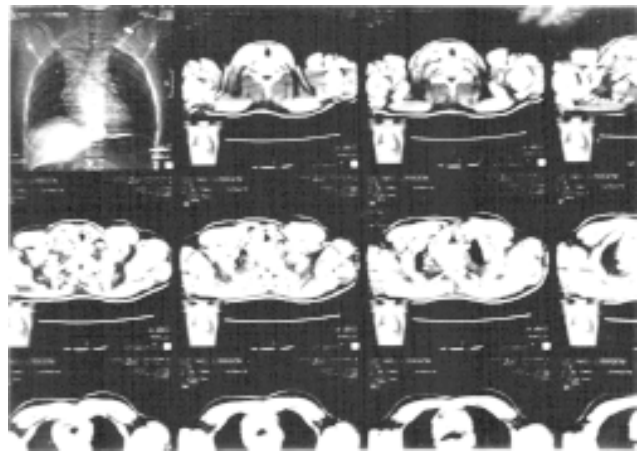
Tomografia computadorizada de tórax: projétil de arma de fogo localizado em região supraclavicular esquerda, aumento do diâmetro da veia cava superior, compressão extrínseca de segmento da veia cava superior
